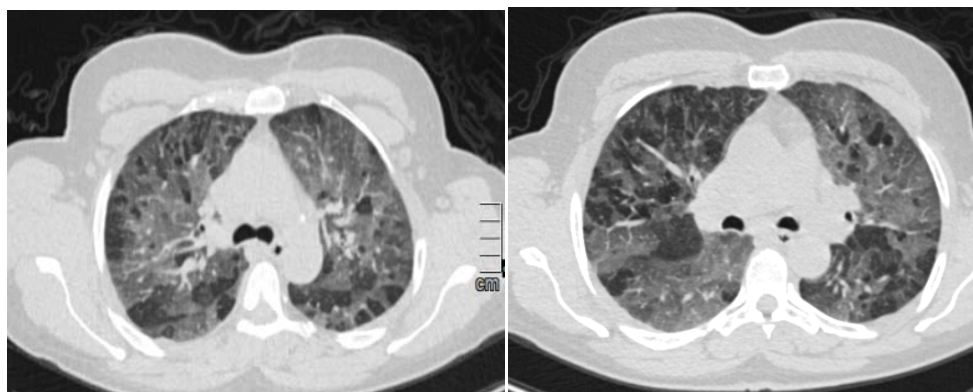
Patiente de 45 ans, élèveuse d'oiseau qui présente une dyspnée et chez qui la TDM thoracique sans injection en fenêtre parenchymateuse révèle du verre dépoli en mosaïque avec coexistence de zones hyper, normo et hypodense réalisant un aspect en fromage de tête . Compatible avec une pneumopathie d'hypersensibilité non fibrosante.
